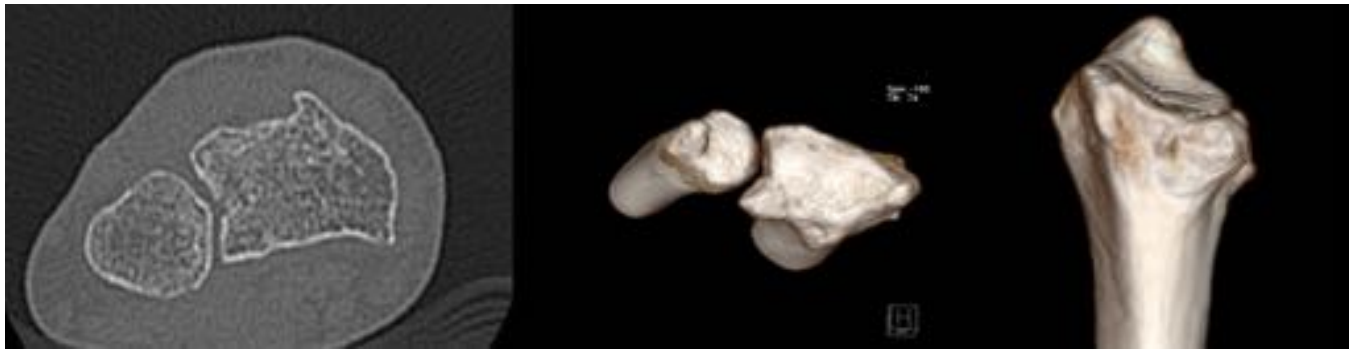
Imágenes de TC de la paciente de la Fig.17. En el plano axial (izquierda) se objetiva rectificación morfológica del aspecto dorsal de la cavidad sigmoidea por fragmento anormalmente fusionado que condiciona escalón en la superficie articular. Asimismo se observan leves cambios artrósicos en la ARCD. Reconstrucciones volumétricas de la ARCD (central) y tras eliminación de la cabeza del cúbito (derecha) donde también se aprecia el escalón en la superficie articular.
